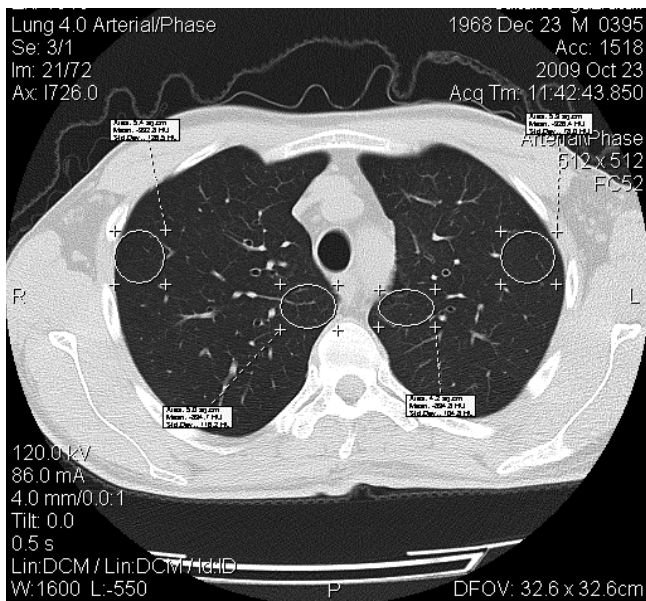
2А. Зріз МСКТ хворого М (без патології)
